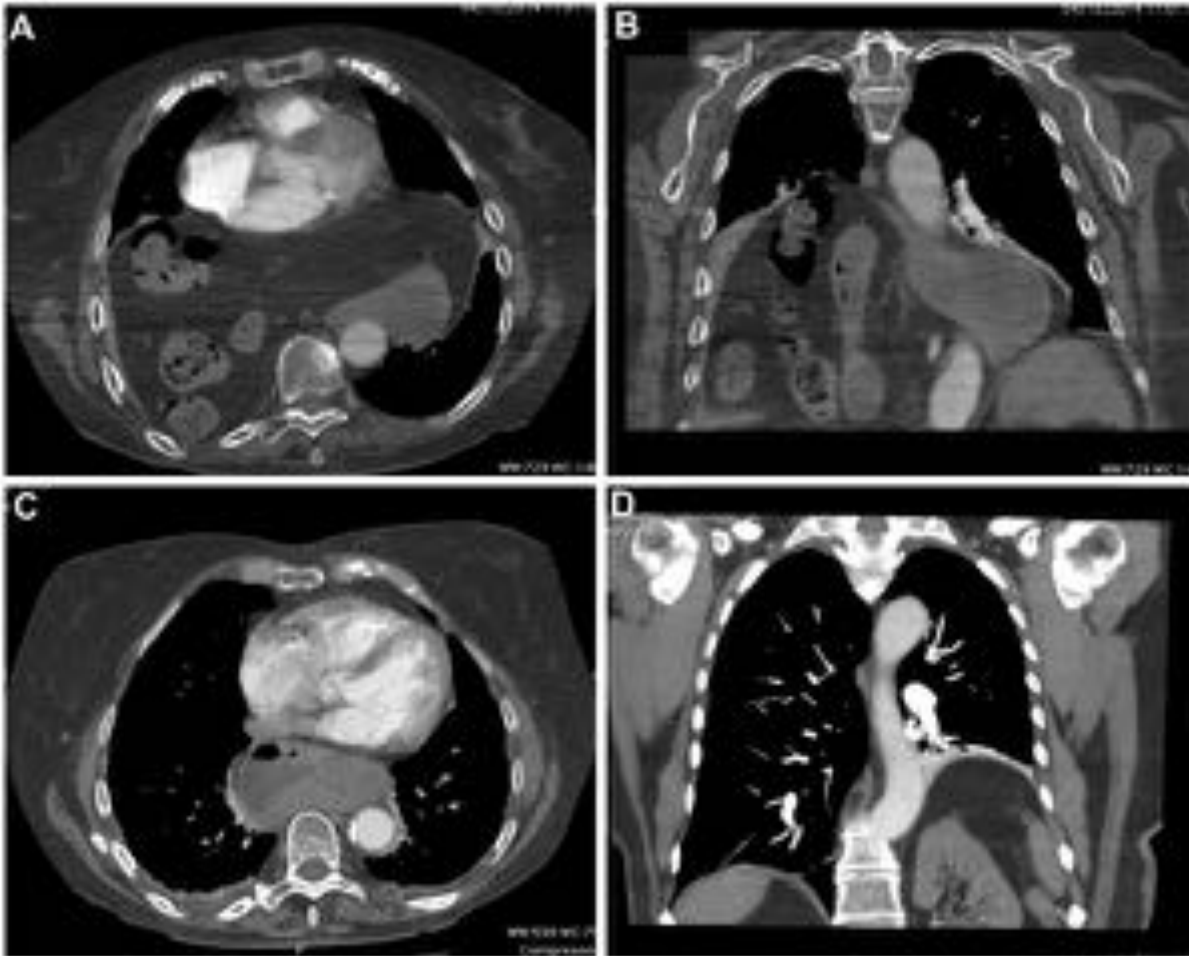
Patología diafragmática. Cortes axiales (A y C) y coronales (B y D) de TC de tórax en ventana de mediastino. Hernia diafragmática posterolateral derecha con herniación de estómago, páncreas, colon transverso y grasa mesentérica hacia la cavidad torácica (A y B). Hernia de hiato (C) y elevación y aplanamiento de hemidiafragma izquierdo, secundario a parálisis frénica (D).
